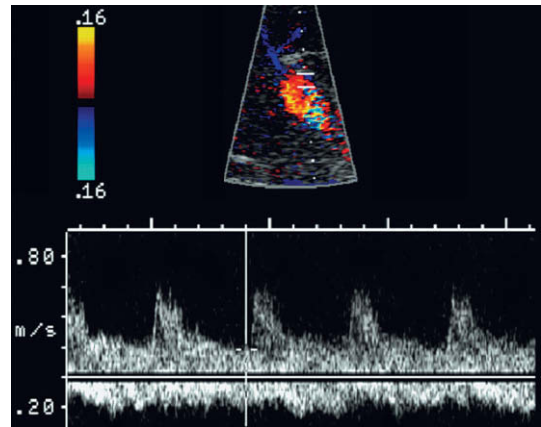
Trazado Doppler combinado de la rama izquierda de la vena porta y de la arteria hepática en un paciente con una TIPS que funciona adecuadamente. El volumen de muestreo se ha ampliado en una posición en la que se pueden valorar ambos vasos en un mismo trazado. Obsérvese que el flujo en la arteria hepática se dirige hacia el transductor, entrando, por tanto, en el lóbulo hepático izquierdo. El flujo en la rama porta izquierda, sin embargo, se aleja del transductor, por lo que es hepatófugo y se dirige hacia la zona de entrada de flujo en la derivación.
